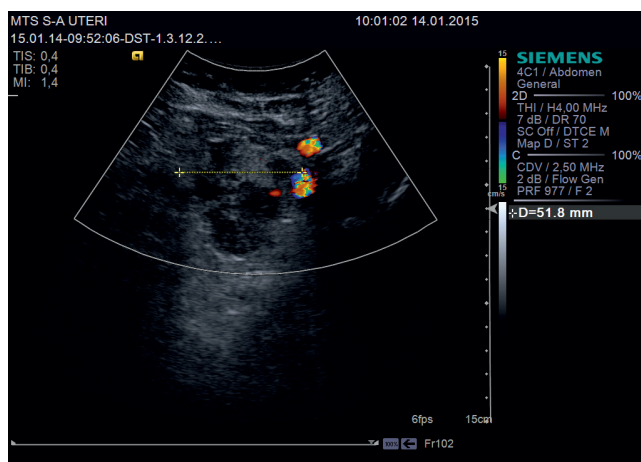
Ультразвуковая томограмма патологически опухолевого конгломерата, расположенного латеральнее наружных подвздошных сосудов справа
